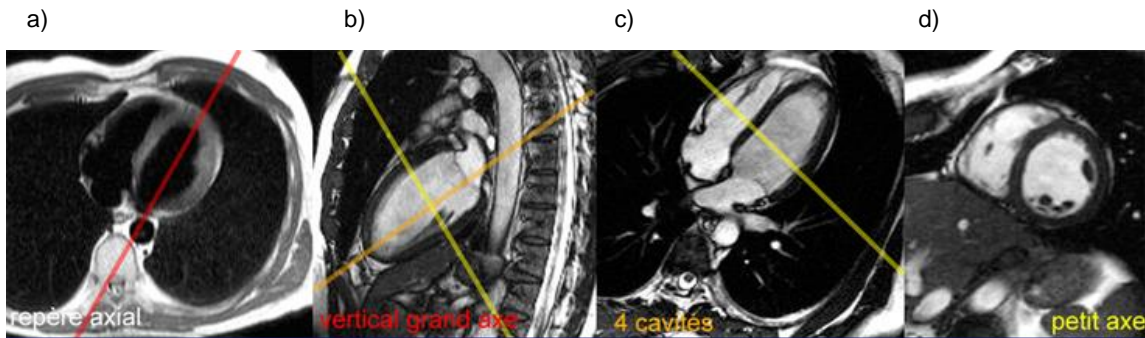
Le grand axe 4 cavités (tirée de: Recueil d'IRM cardiaque, 2009). a) repère axial. b) vertical grand axe. c) 4 cavités. d) petit axe.
